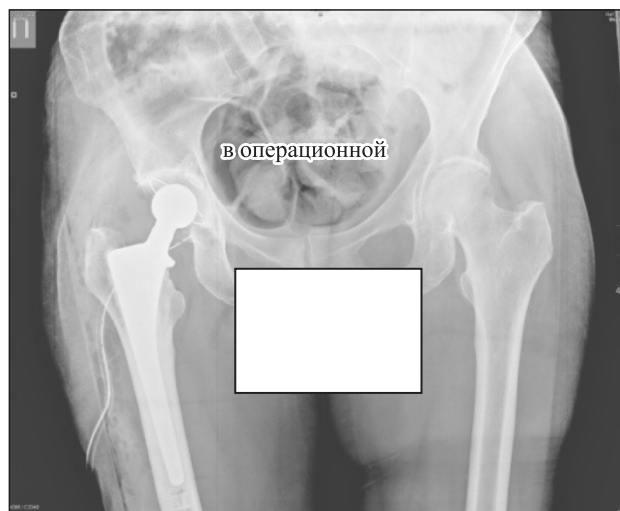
Контрольная рентгенограмма после операции
